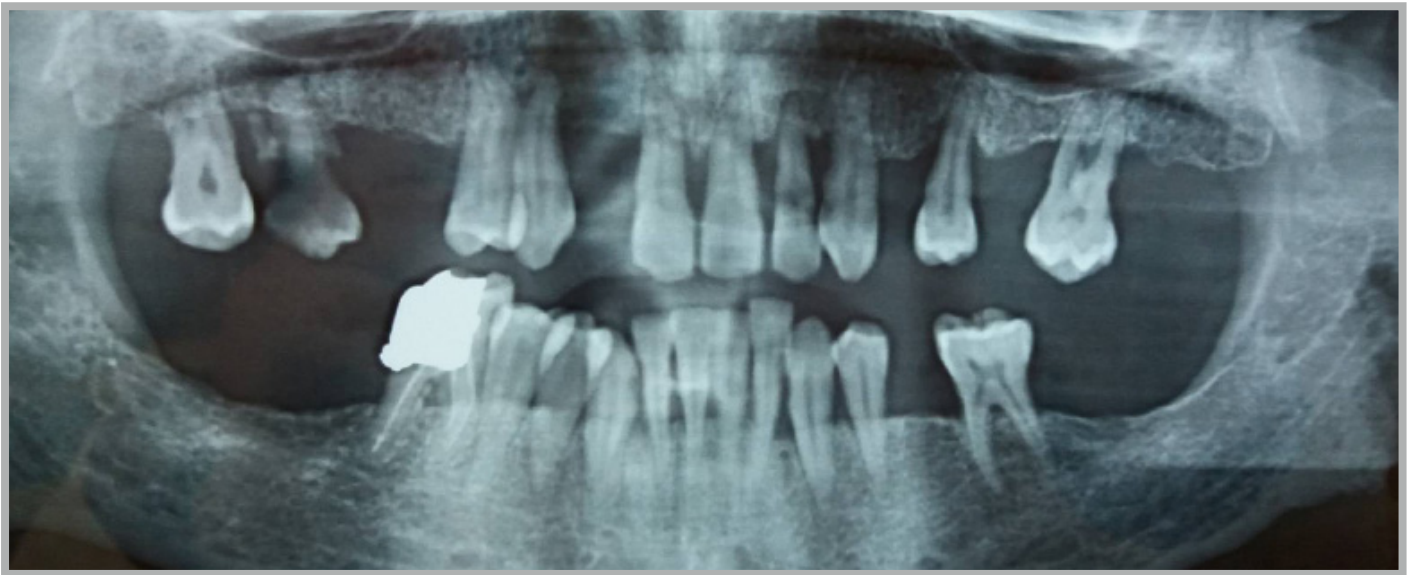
radiographic presentation of the patient
